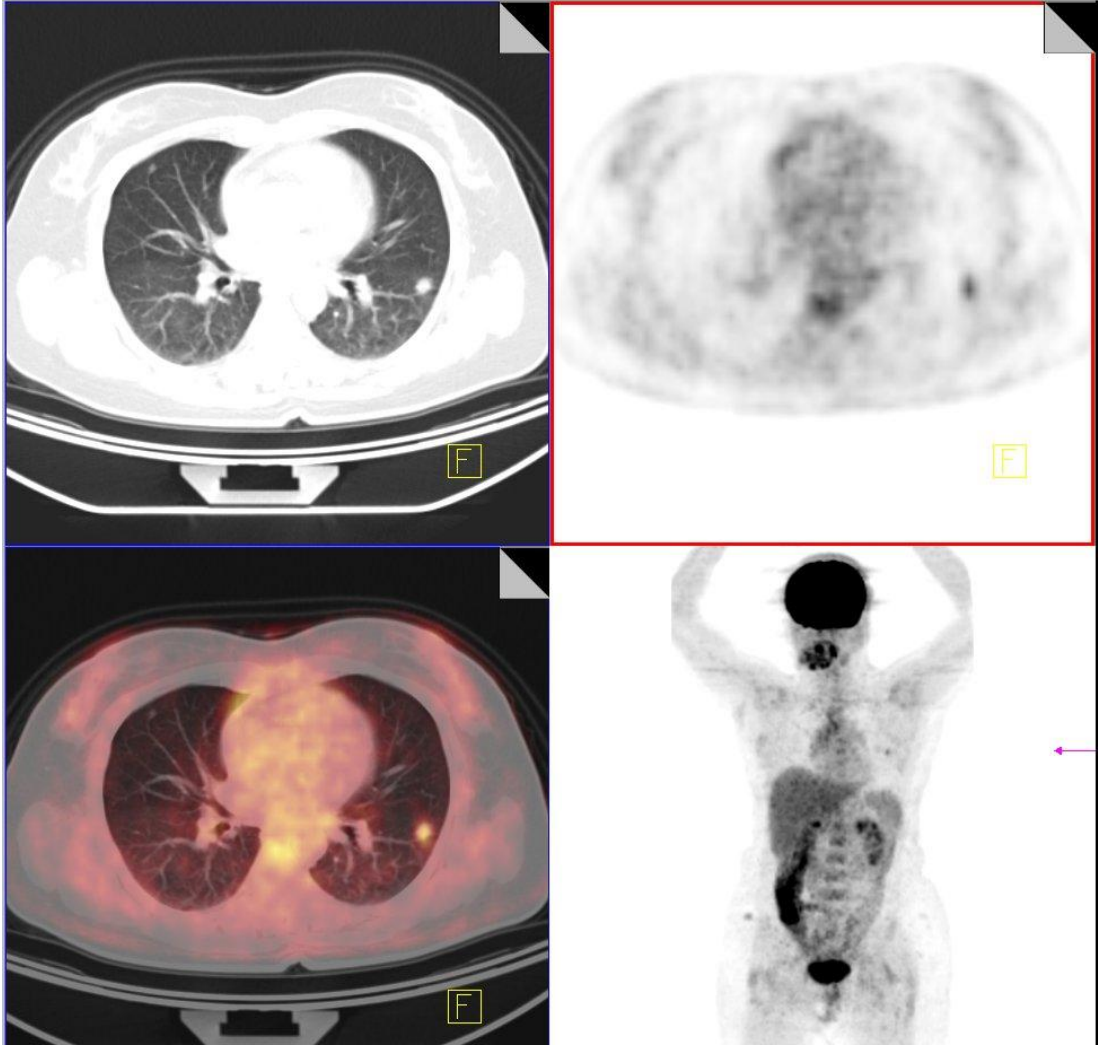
59 yaşında opere kolon ca tanılı erkek hasta. PET/BT incelemesinde sağ akciğer üst lobda artmış FDG tutulumu gösteren metastatik nodüler lezyon saptanmıştır. Hastanın tümör belirteçleri normal sınırlarda tespit edilmiştir.
